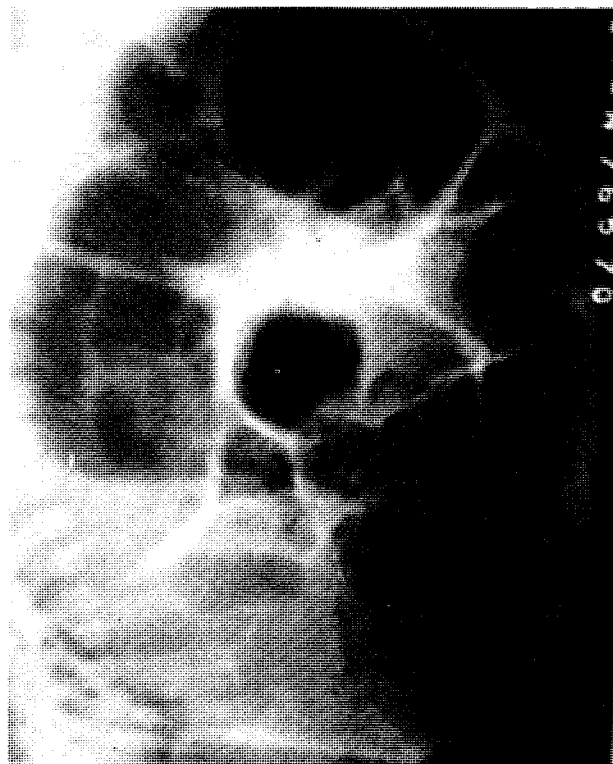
Radiografía simple abdomen: dilatación colon.
